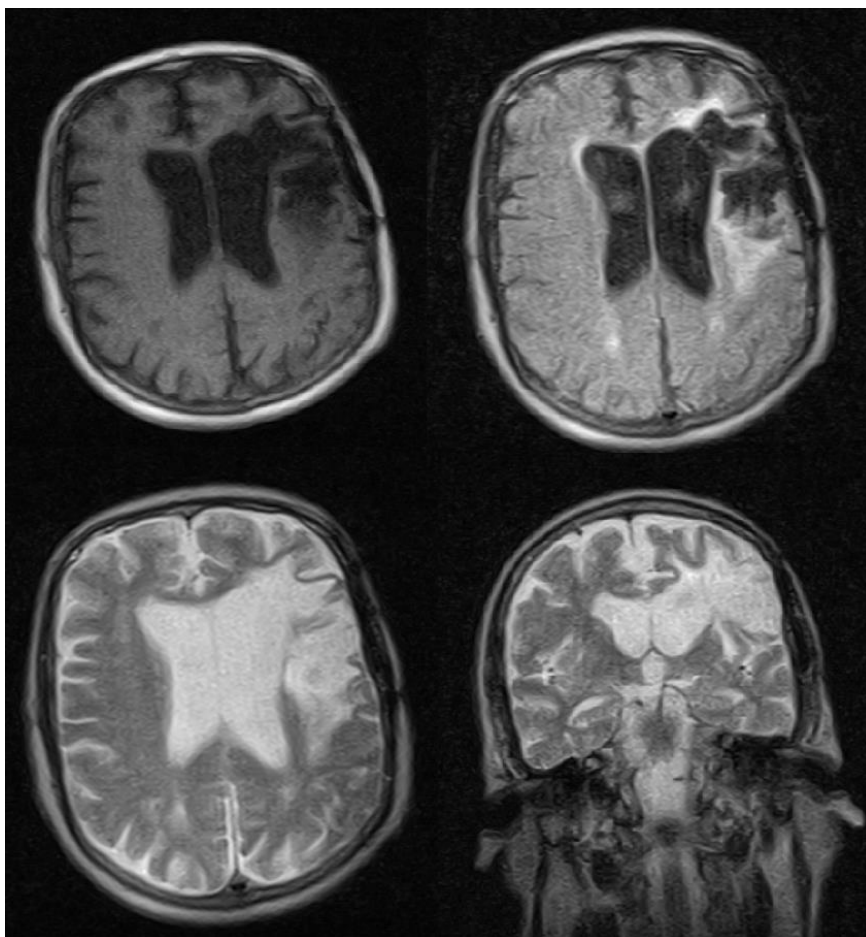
МРТ головного мозку хворої М.Г.
